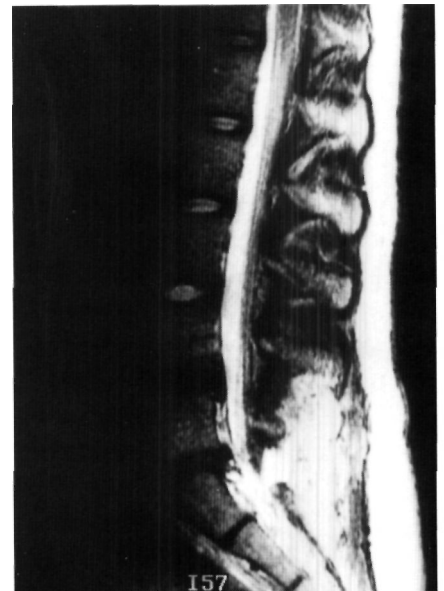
Imagen en RMN apreciándose dos hernias discales en nivel L4-L5 y L5-S1.
